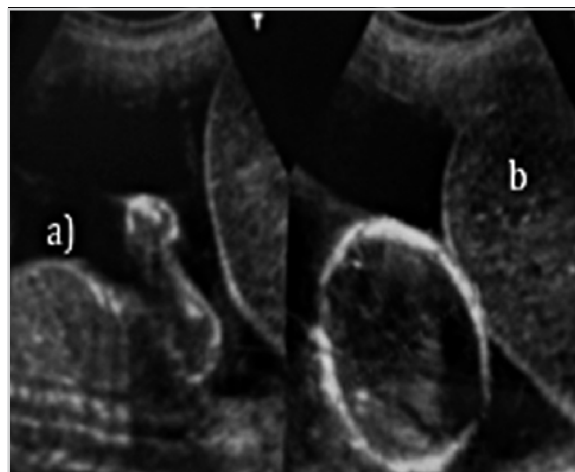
Imagen de ecografía:
